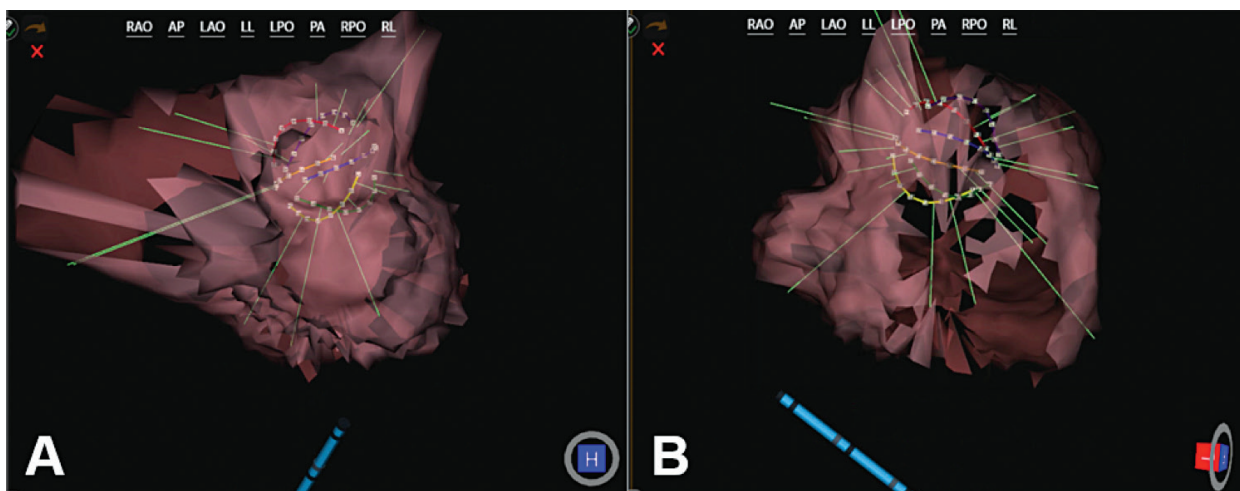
Figura E-1. Painel A. Os vetores de ultrassons parecem aproximar-se da superfície da câmara. Painel B. A rotação da câmara, (L) verifica se os vetores de ultrassons estão a aproximar-se da superfície da câmara.
